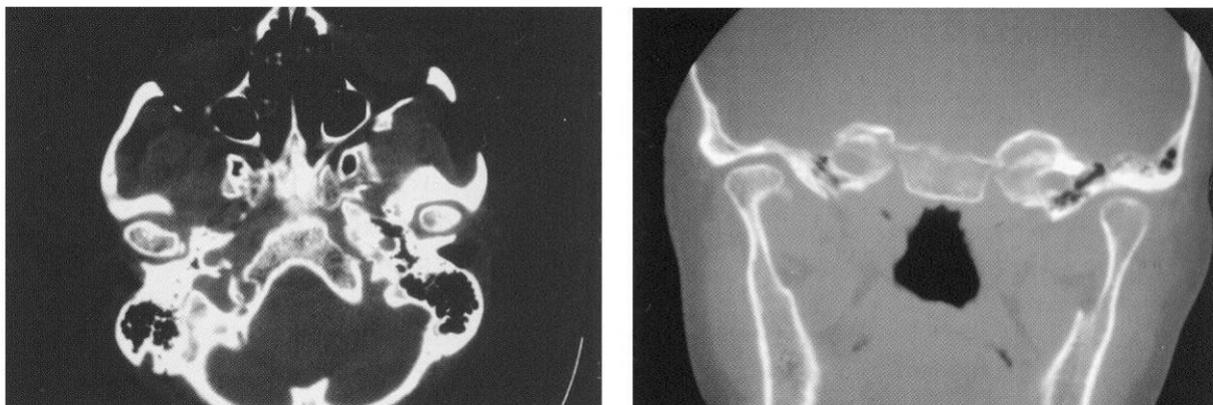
Tomografia computerizzata in sezione orizzontale e trasversale. In quest'ultima si possono osservare i due condili contemporaneamente
